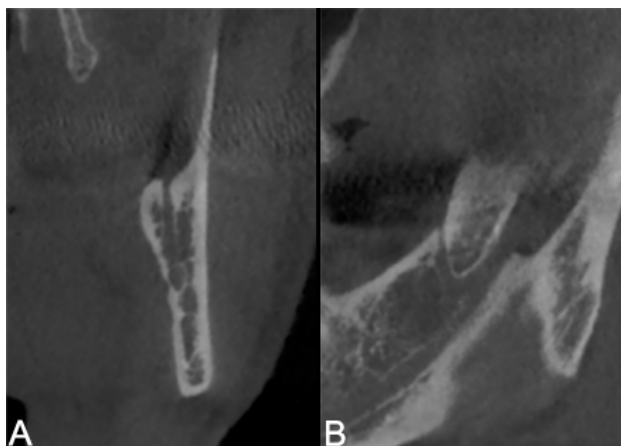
CBCT sections of a retromolar canal and foramen. A. Coronal view B. Sagittal view
